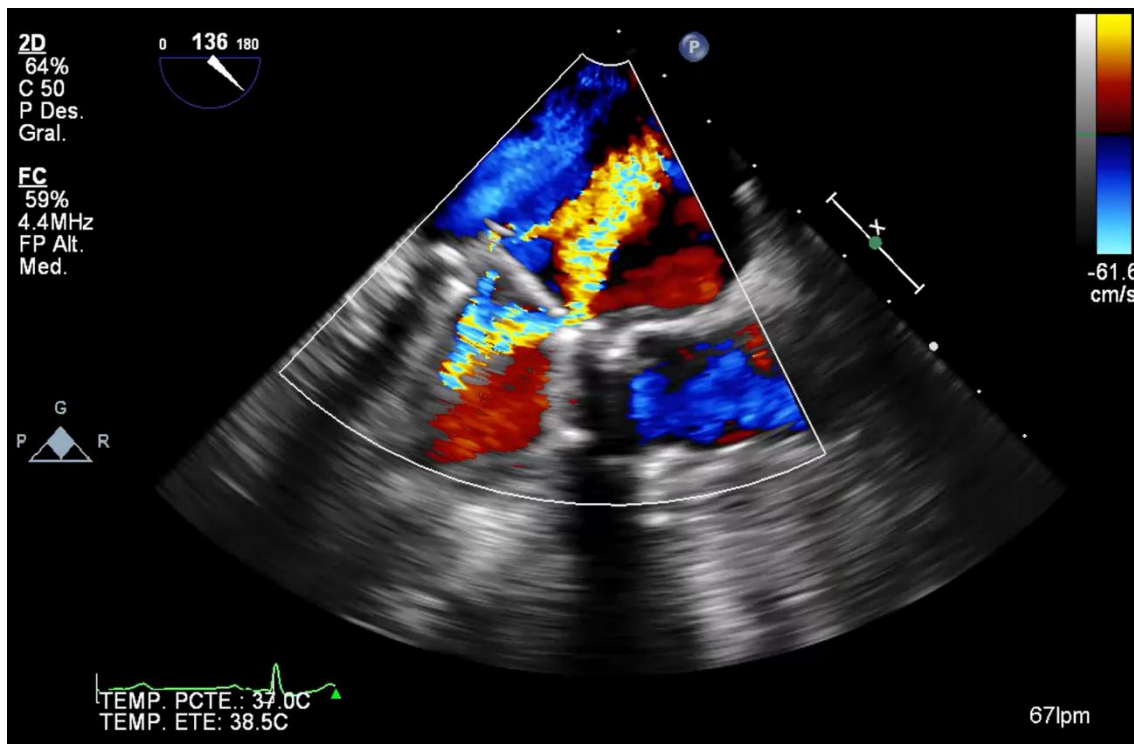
Ecocardiografía transesofágica (Doppler color): Se observa plano 3 cámaras donde se puede observar 2 jets de insuficiencia mitral, uno de ellos, correspondiente con jett de lavado; el otro corresponde con una insuficiencia mitral a lo sumo moderada condicionada por la imagen hipermóvil anteriormente descrita.
